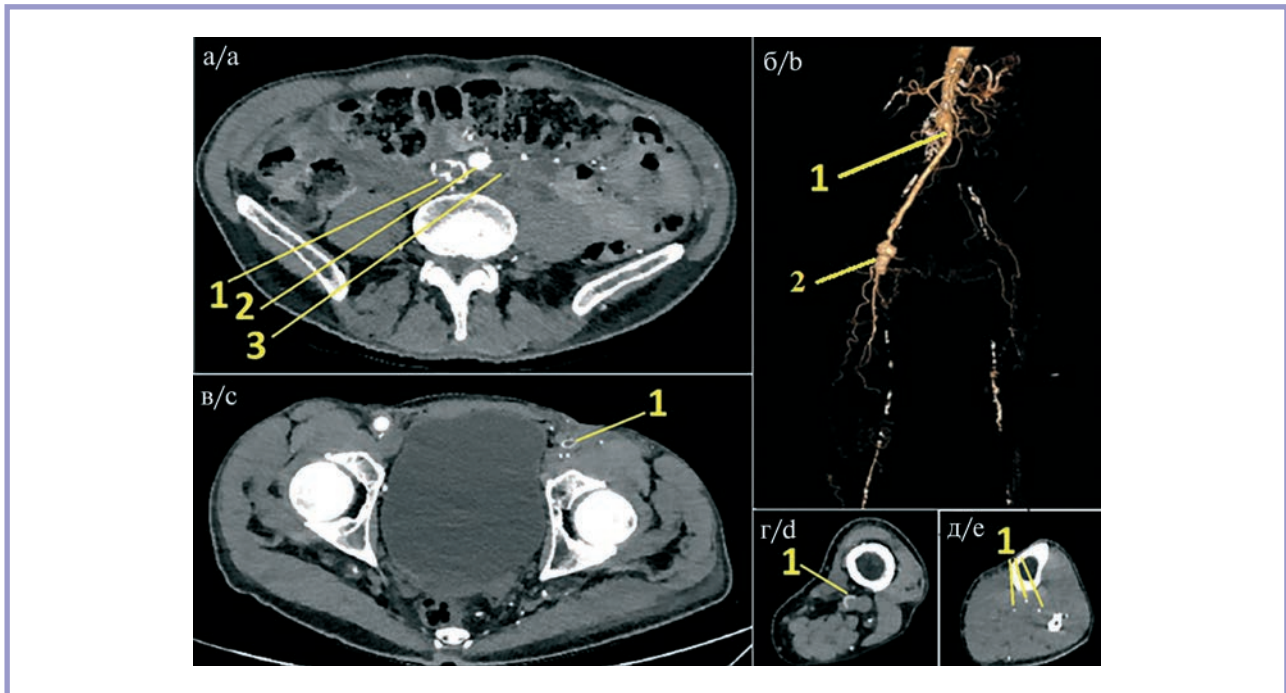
Мультиспиральные компьютерные томограммы артерий нижних конечностей пациента А.
